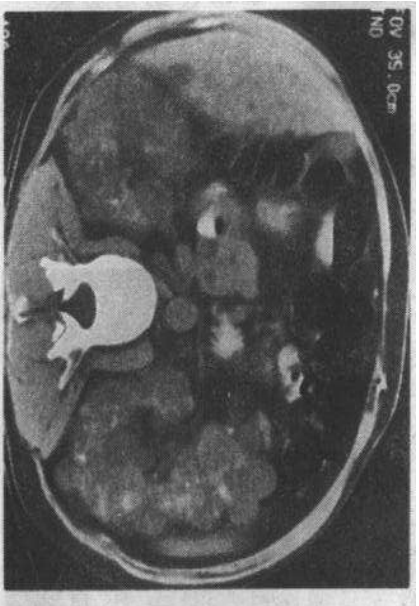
常染色体显性遗传性多囊肾 CT 图像。双肾增大,肾内可见大量囊肿,肝内也可见数个囊肿
